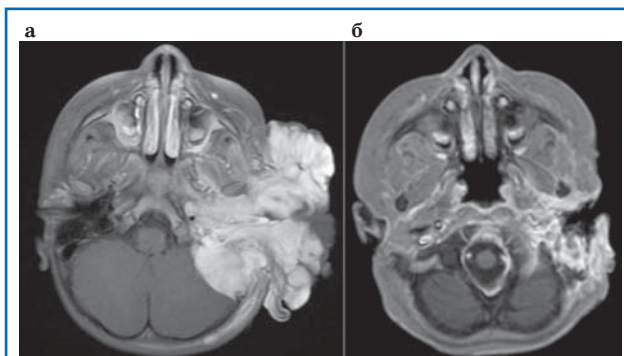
Пациент с ПМ РМС и наличием прогностически неблагоприятных факторов (интракраниальное распространение, поражение черепных нервов, эрозия/деструкция костей черепа): МРТ-картина до начала лечения (а) и после завершения индукционной ПХТ (б).
